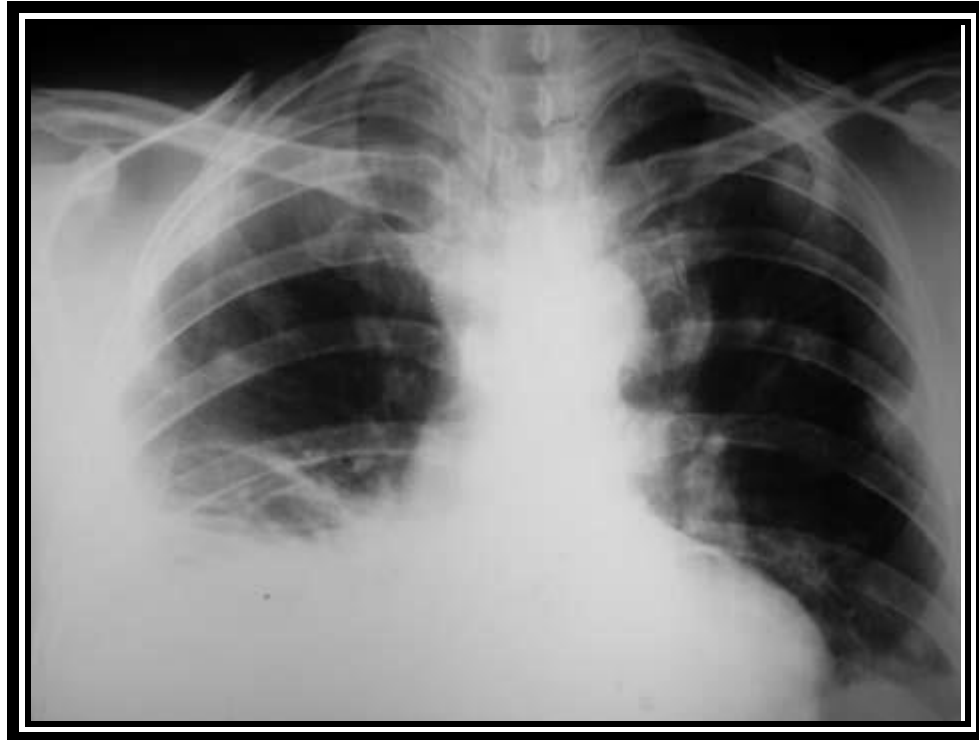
Radiografía de tórax con derrame pleural en base de HTD y focos de consolidación nodular en ambos hemitórax. 19
